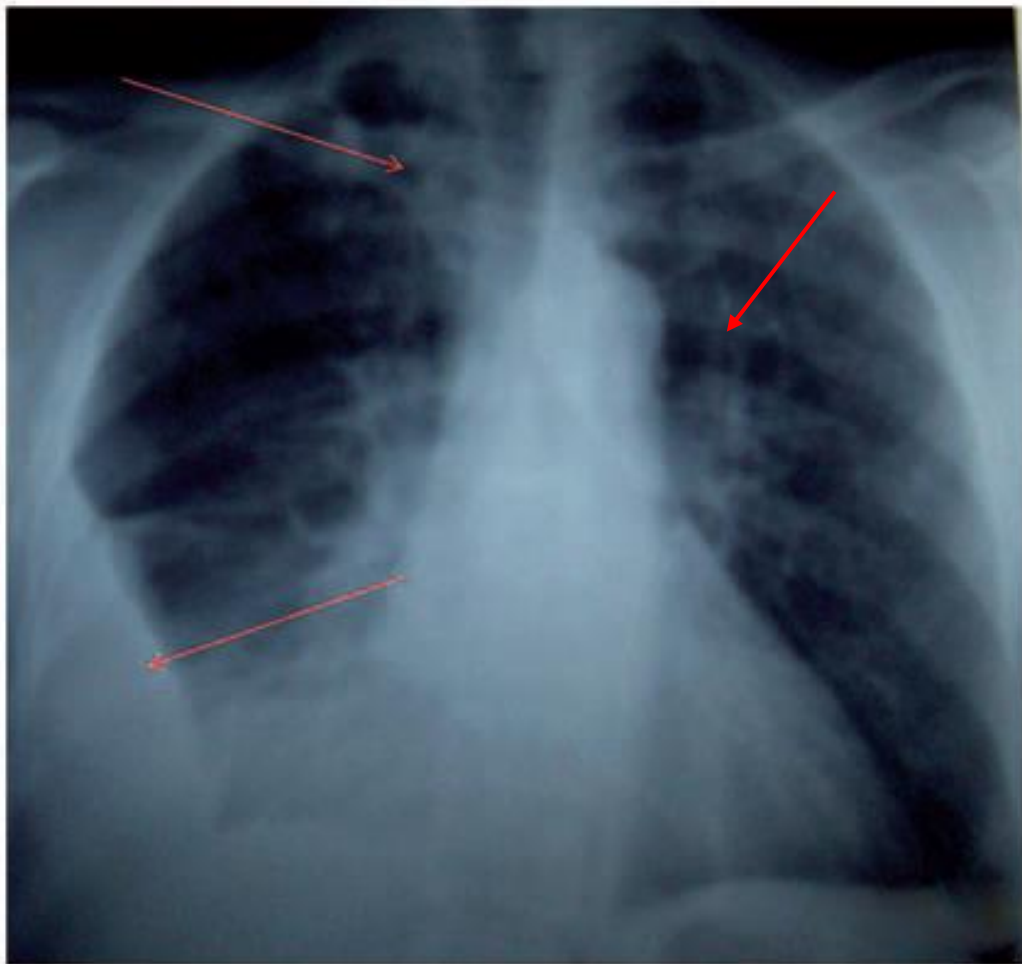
Radiographie thoracique montrant une opacité basale droite et des cavernes bilatérales chez un patient avec une tuberculose associé à une EP [54].
